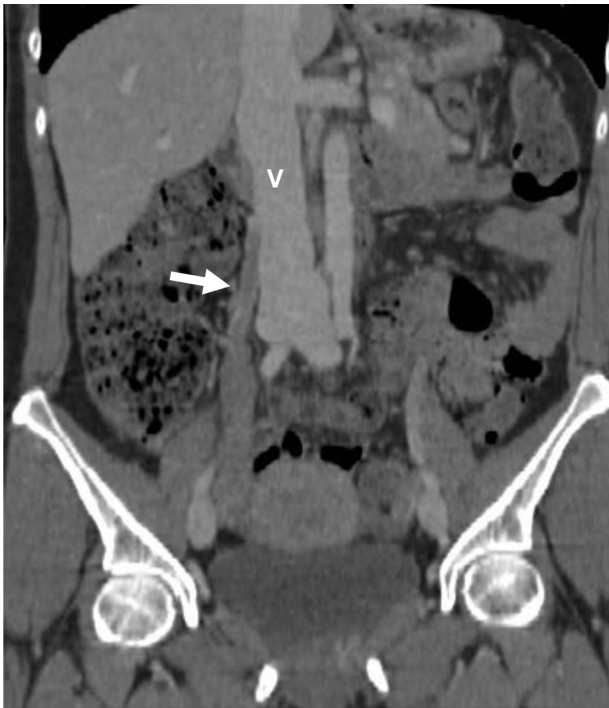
Reconstrucción de la curva en plano coronal de la TAC abdominopélvica con contraste intravenoso en fase portovenosa. Ausencia de contraste en el interior de la vena gonadal derecha y un cierto grado de peritonismo en el hemiabdomen inferior.
